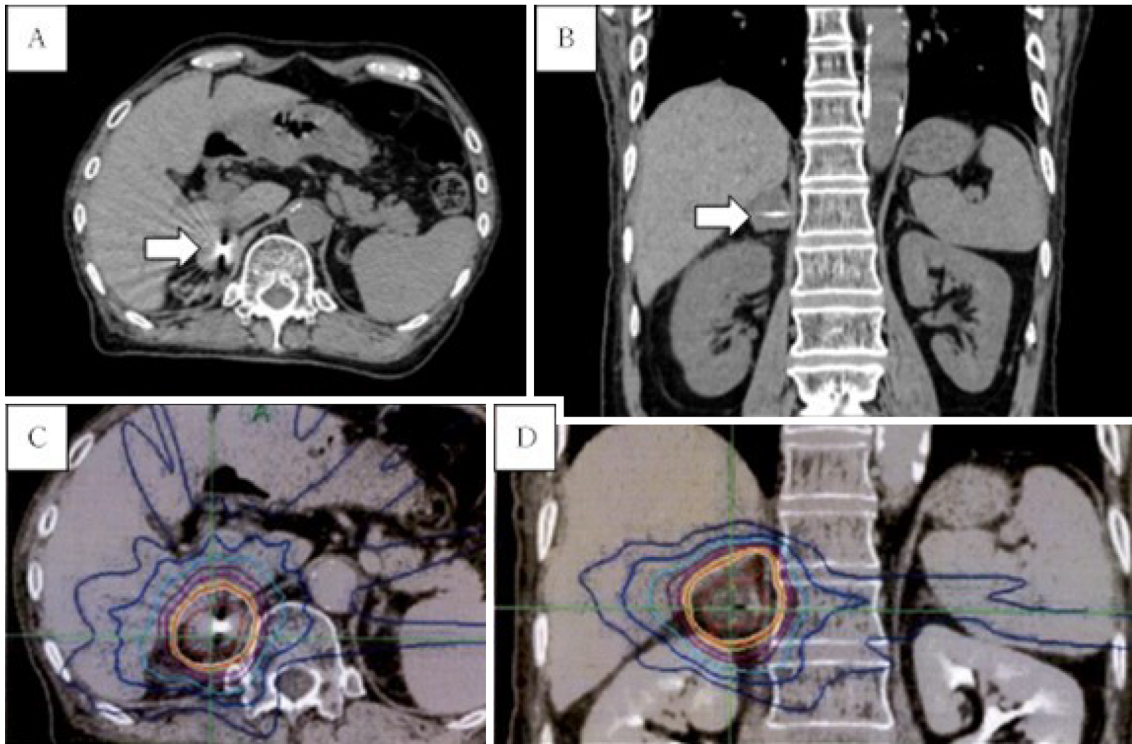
Axial (A) and coronal (B) computed tomography images shows a fiducial maker in the right adrenal gland (white arrow). C, D) Treatment planning for Cyberknife therapy.
